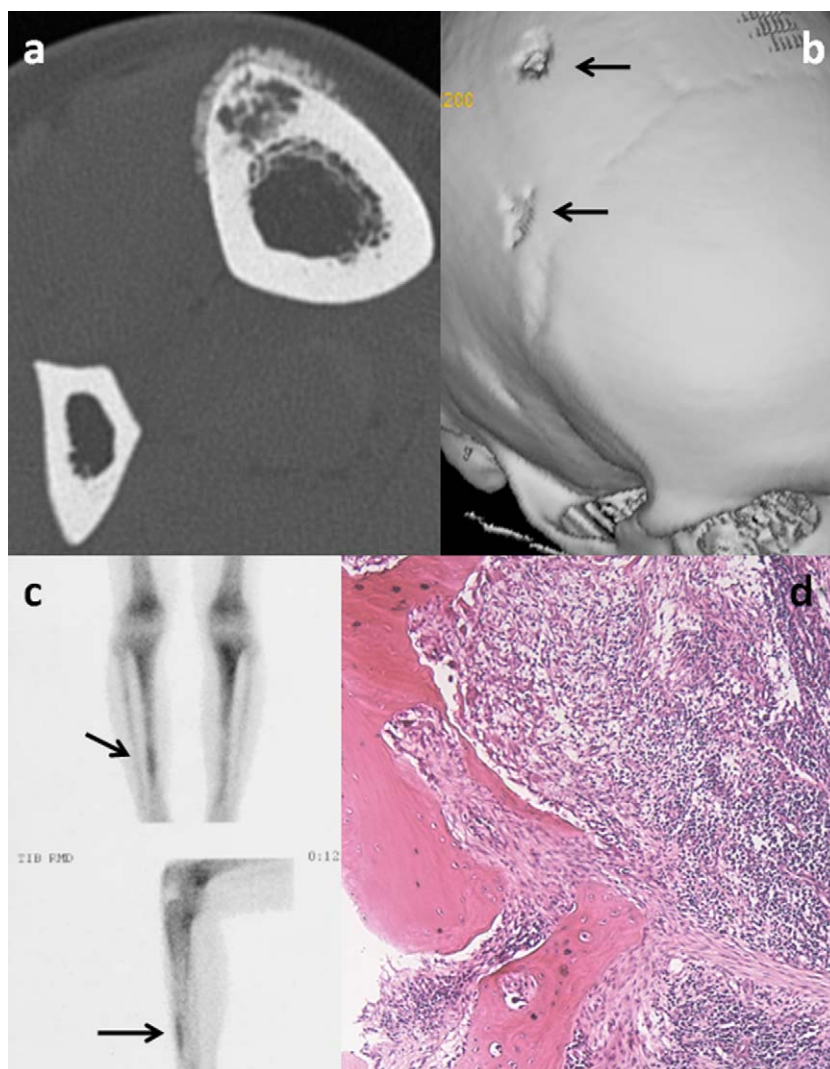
a : tomodensitométrie du membre inférieur droit : lésion tibiale mixte, condensante et lytique ; b : tomodensitométrie du crâne : lésion ostéolytique pariétale ; c : scintigraphie osseuse en 2004 : fixation accrue du traceur au tibia droit ; d : biopsie de l'os pariétal (hématoxyline/éosine $\times 10$) : ostéite avec un infiltrat fait de polynucléaires neutrophiles et de nombreux ostéoclastes.
